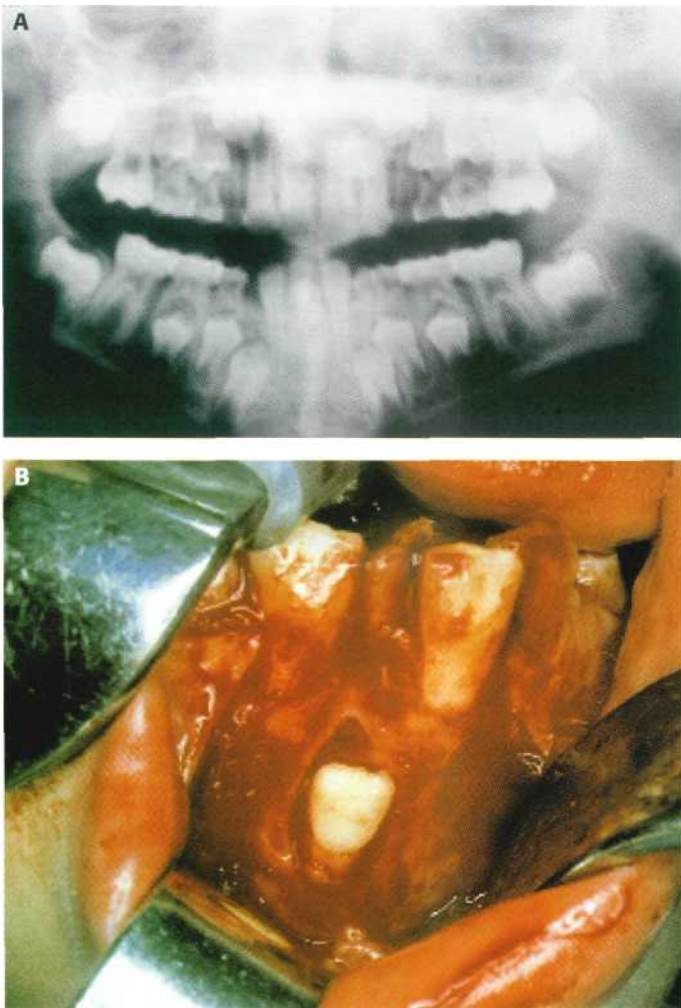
Incisivo central inferior derecho supernumerario. (A) Ortopantomografía. (B) Extracción quirúrgica del incisivo supernumerario.
